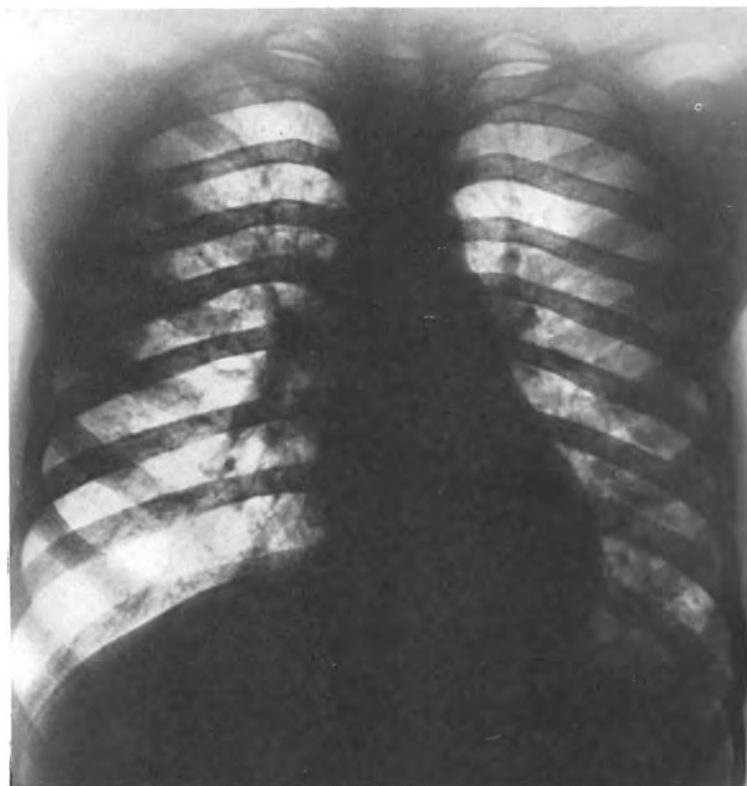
Radiographie simple (Cas n° V).
